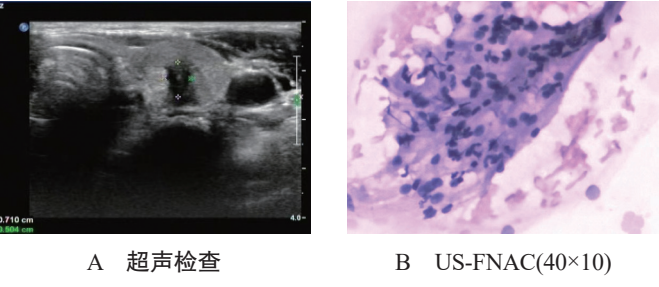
甲状腺乳头状癌超声检查与 US-FNAC 图片
